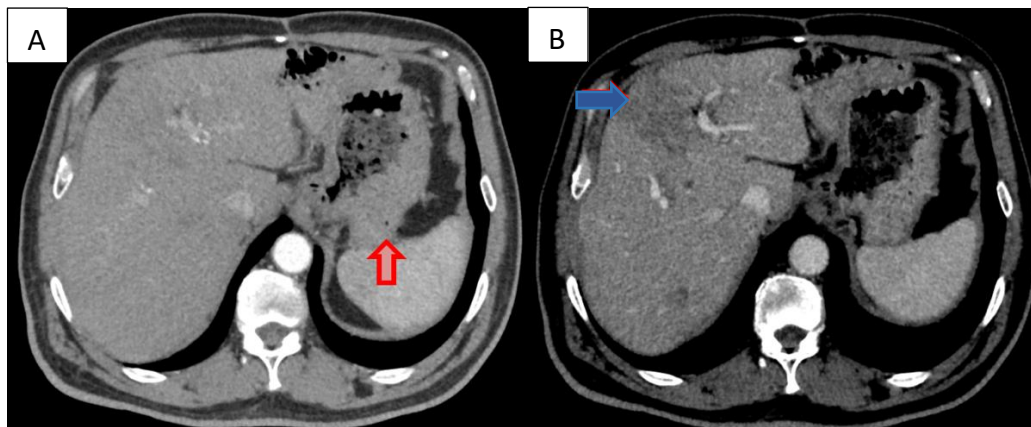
Sexo masculino, 66 anos, diagnóstico de adenocarcinoma gástrico moderadamente diferenciado invasor, TNM: pT3N1M1 (fígado). (A,B) TC axial observa-se espessamento na grande curvatura gástrica, com atenuação e realce levemente heterogêneos (seta vermelha), além de lesão hepática também apresentando realce heterogêneo (seta azul), confirmada metástase por estudo histopatológico. Caso do HUB
